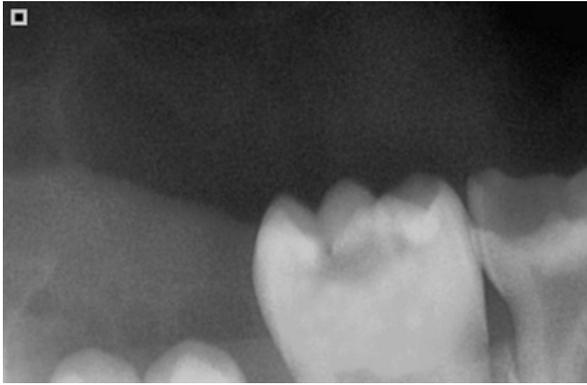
Radiografía inicial 74.
